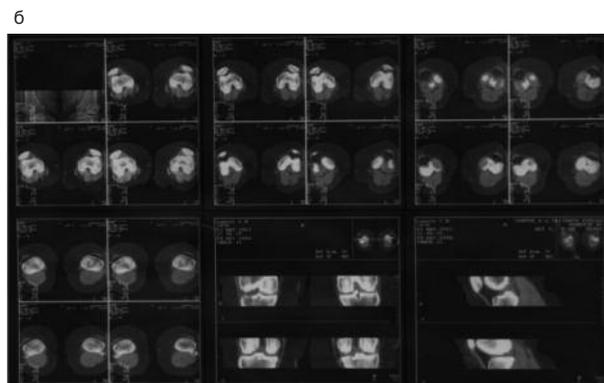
Компьютерная томография коленных суставов больного С.Н. (44 года), II стадия ОА после применения препарата Терафлекс®. Отмечается улучшение структуры гиалинового хряща как свидетельство метаболической перестройки хрящевой ткани.
